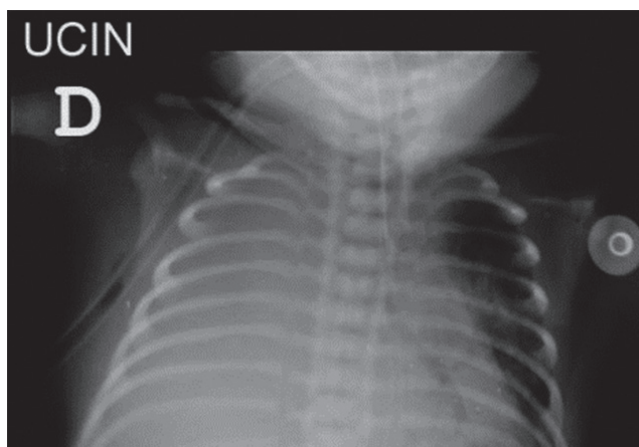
Radiografía de tórax posterior a drenaje con colocación de catéter pericraneal
